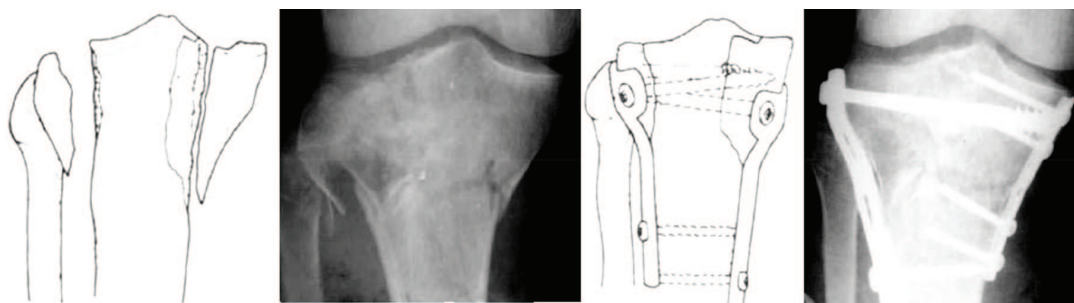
Схеми та рентгенограми перелому тип C1 до та після оперативного втручання
